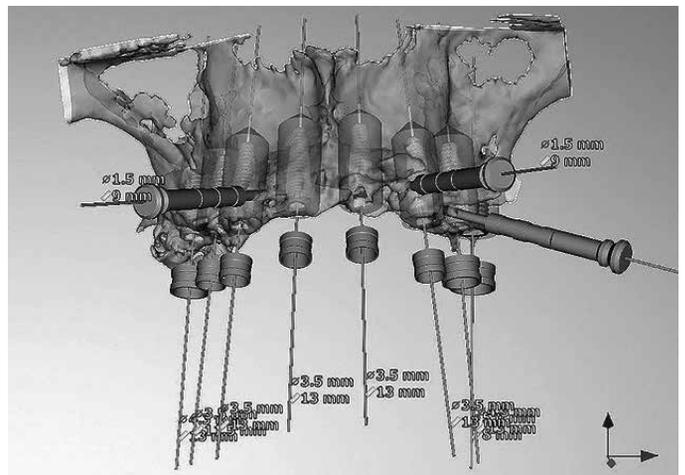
Planificación quirúrgica con software Nobelguide[®] de imagen de CBCT.
